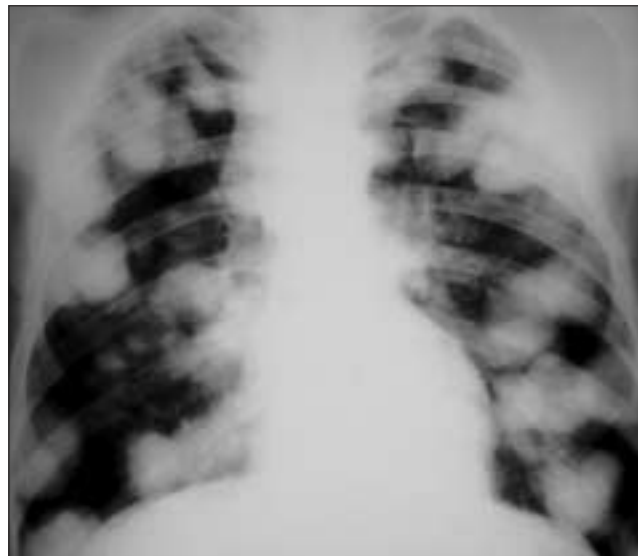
Radiographie thoracique. Métastases pulmonaires de séminome testiculaire.
